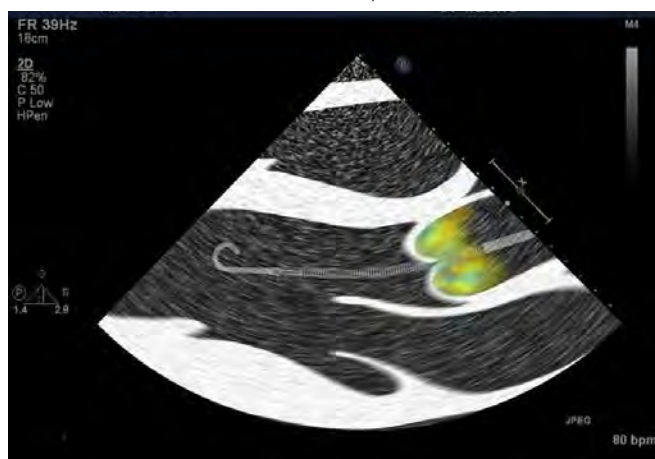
Posizione corretta del catetere Impella (TTE color doppler)
